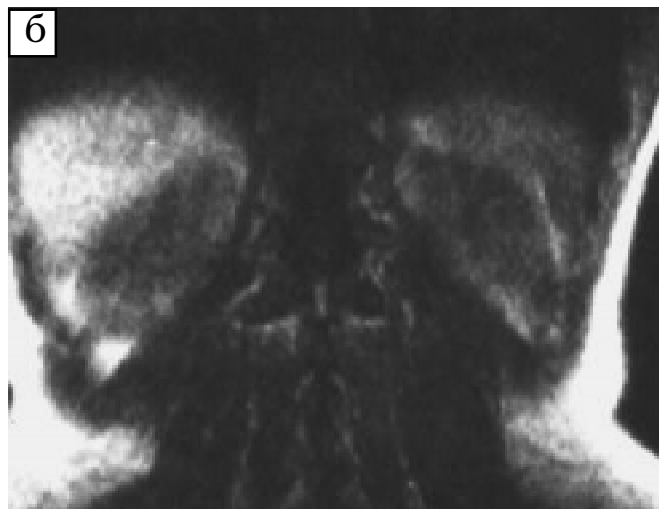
Хвора С., 34 р. Ангіоміоліптома правої нирки: а — УЗТ. У паренхімі середнього сегмента на задній поверхні типова АМЛ розмірами 18×24 мм, з дистальним підсиленням; б — МРТ III MMSE T1 3/3 (типова картина). Ділянка високої ІС тільки від жирового вмісту пухлини, розміром менше 8 мм, що не відповідає розмірам пухлини встановленим за допомогою УЗТ; в — ВВУ (15 хв): ознак пухлини у нирці немає
